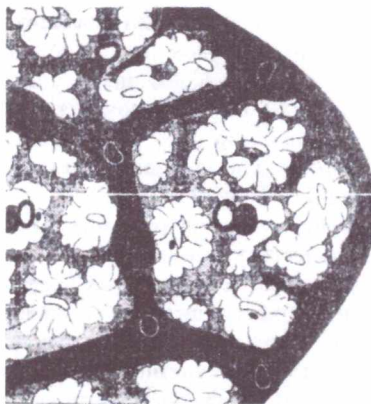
Патоморфологическая картина ракового лимфангита в КТ-изображении. Четкообразное расширение междольковых перегородок с их утолщением и аркообразной деформацией в субплевральных отделах.
